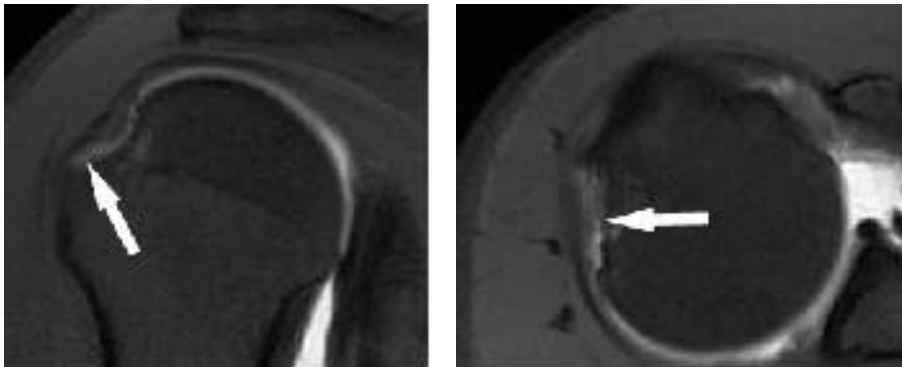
a,b. Scansioni artro-RM SE-T1 pesate sul piano coronale (a) ed assiale (b) che evidenziano permeazione da parte del mezzo di contrasto del versante articolare del tendine del sovraspinato (freccia) per lesione parziale dello stesso.
